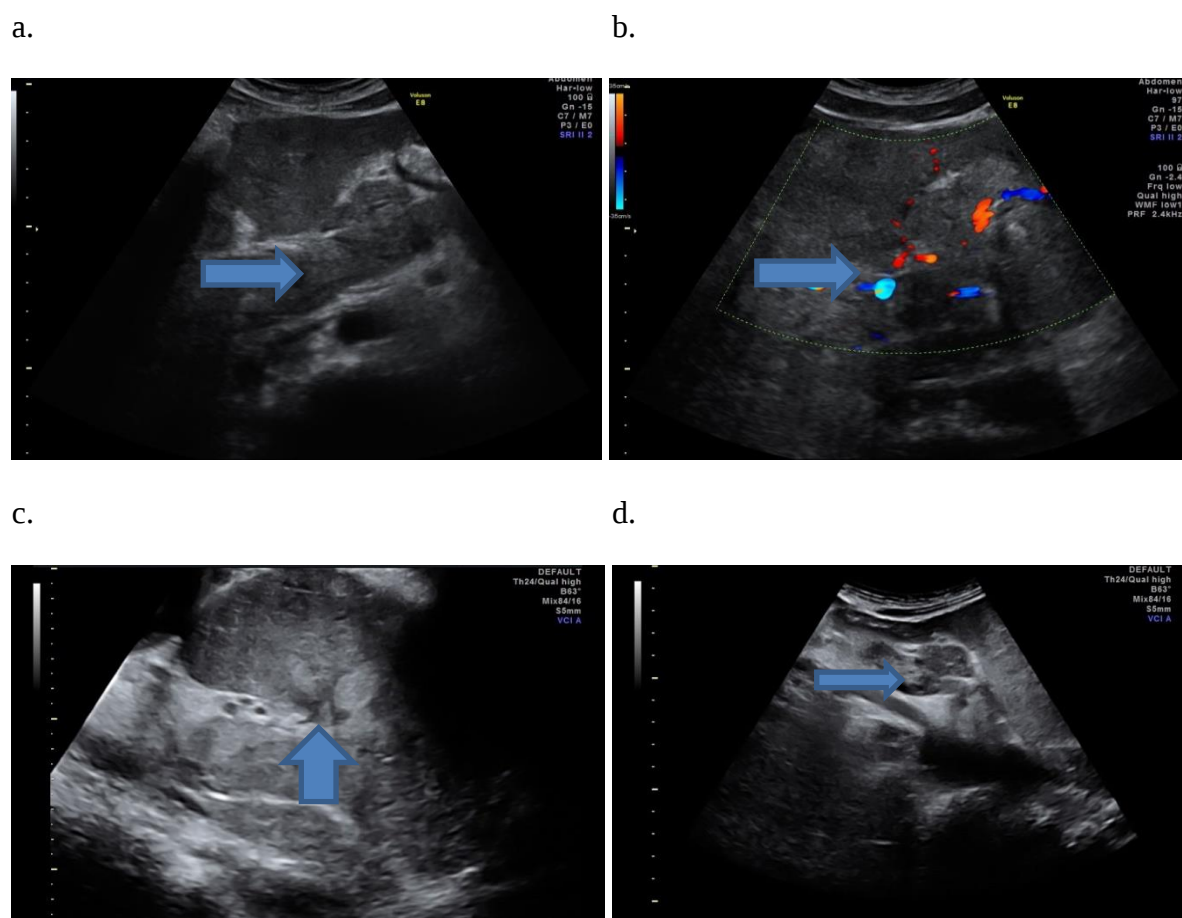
Tromboză completă în vena portă și ramurile sale (a, b), vena mezenterică superioară (c, d) – aspect ecografic
